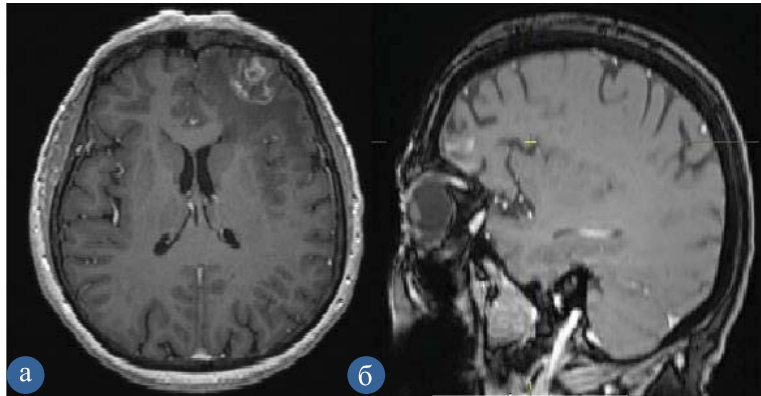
МРТ-исследование головного мозга с контрастным усилением в режиме T1 (аксиальная и сагиттальная проекции): а, б — в проекции левой лобной доли определяется образование округлой формы, с зоной перифокального отека мозгового вещества и неравномерным накоплением контрастного препарата, рецидив метастаза рака яичников в левой лобной доле головного мозга
